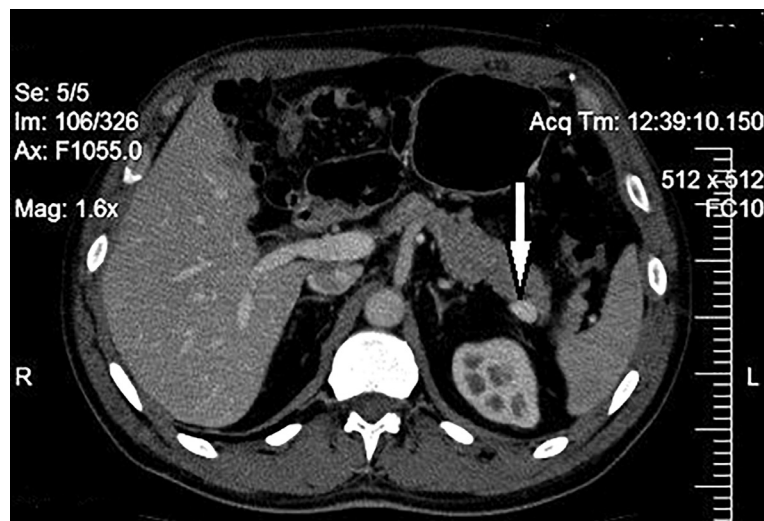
СКТ з контрастуванням — інсулінома хвоста ПЗ
